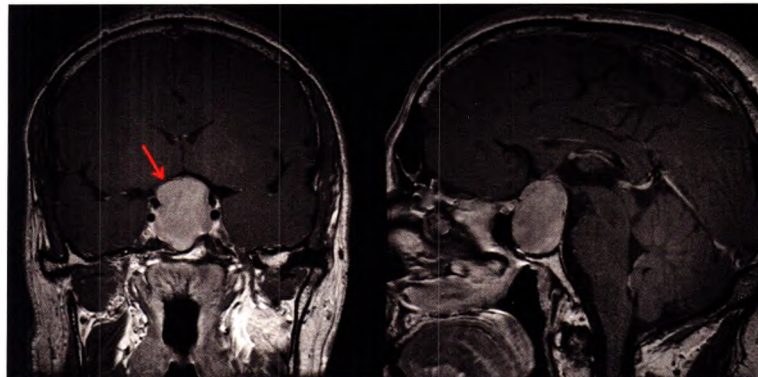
IRM en pondération T1 avec injection de gadolinium, coupes coronale (à gauche) et sagittale (à droite).
